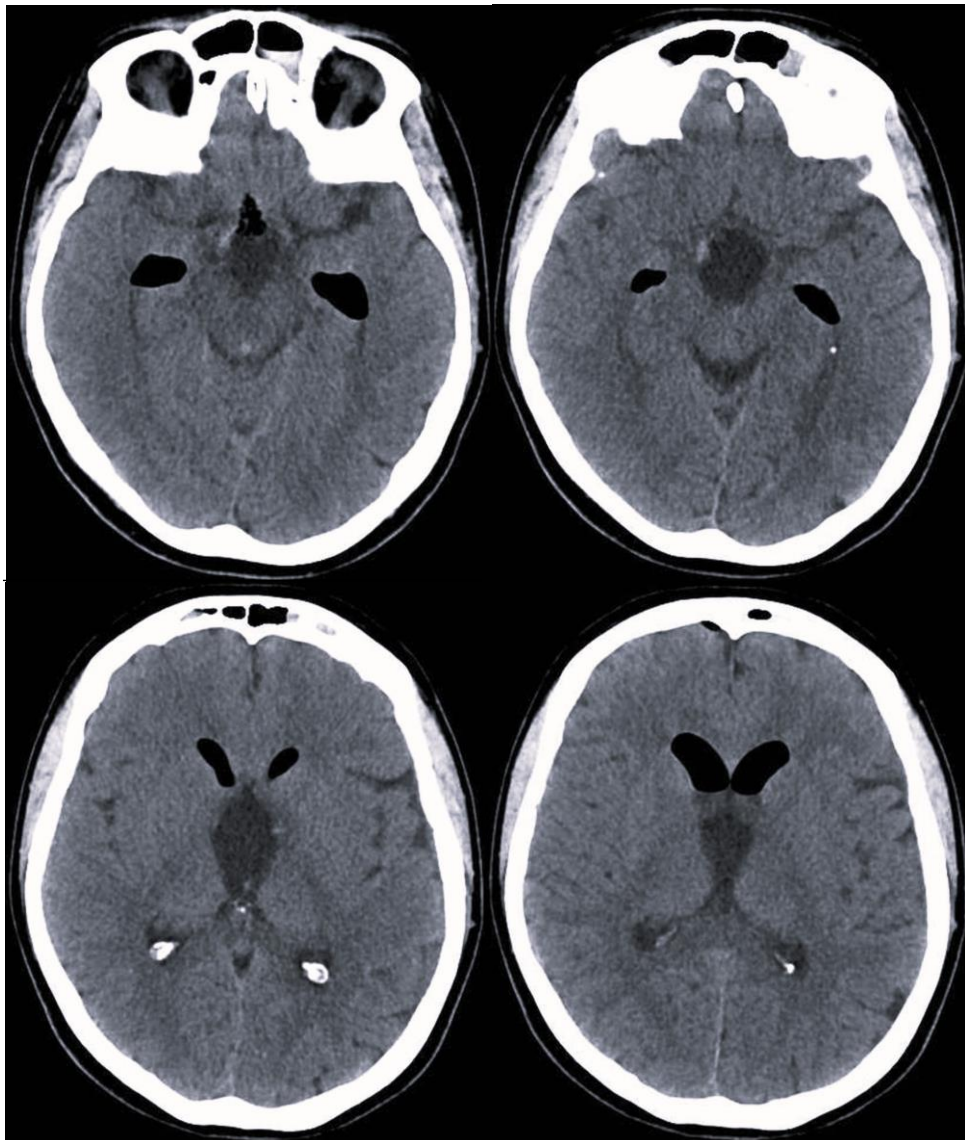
Серія МСКТ головного мозку в аксіальній проєкції у 1 післяопераційну добу після видалення ВАГ з поширенням у ІІІ шлуночок. Розширений ІІІ шлуночок, сліди повітря в передніх рогах бічних шлуночків.
